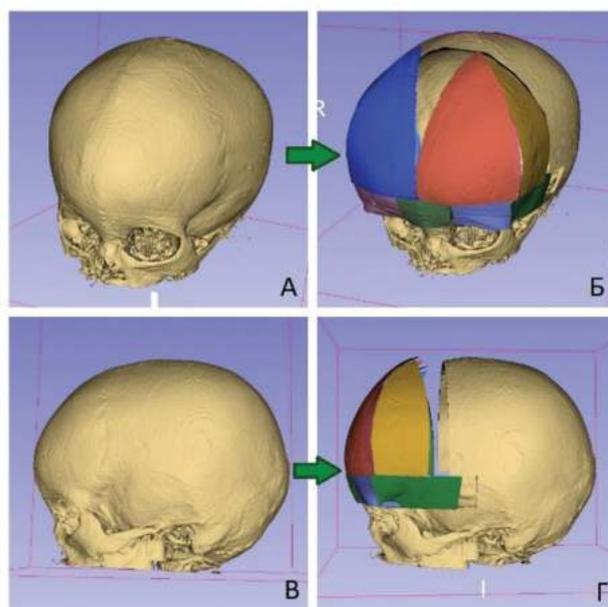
Создание 3D модели в трехмерной среде с использованием 3D Slicer (Osteotomy Planner 2.0). А, В — 3 D модель черепа в косой и боковой проекциях по предоперационным СКТ данным, видна угловая деформация лобной кости по типу тригоцефалии. Б, Г — модель черепа в косой и боковой проекции после проведения реконструктивных операций с костями лобной кости на программном обеспечении
